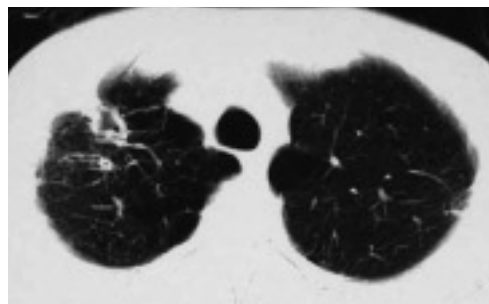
当科入院時の胸部 X 線写真(a)および胸部 CT (b)
